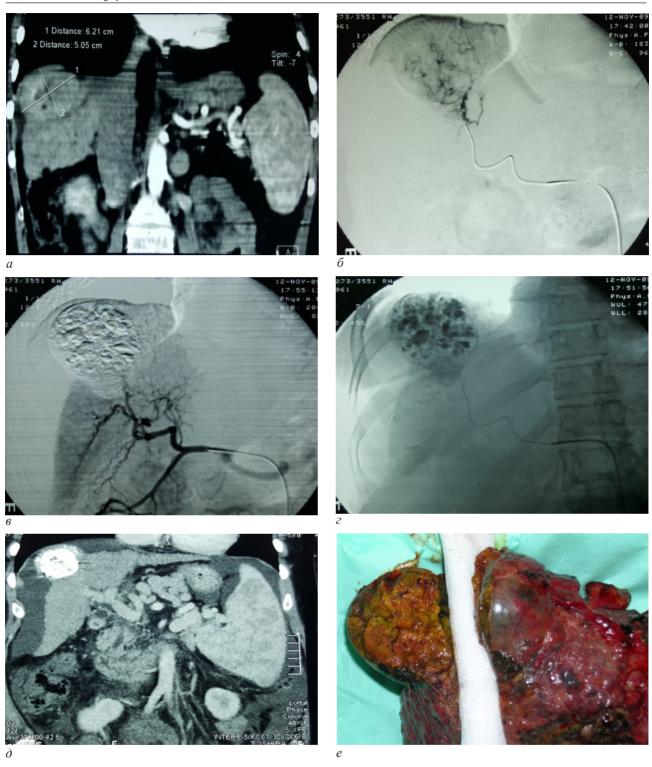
Неоадъювантная ХЭПА у пациента с ГЦР вне Миланских критериев: суперселективная масляная ХЭ; полный ответ (m-Recist); снижение стадии до МК (наблюдение 5): а – компьютерная томограмма до ХЭПА: очаг ГЦР в правой доле печени 62×50 мм; б – ангиограмма: суперселективная ХЭПА источника кровоснабжения очага ГЦР; в, г – артериогепатикография и обзорная рентгенограмма: окклюзия опухолевых сосудов после ХЭПА, очаг ГЦР тотально заполнен химиоэмболизатом; д – компьютерная томография через 5 месяцев после трех ХЭПА: опухолевый узел полностью заполнен химиоэмболизатом, не кровоснабжается (полный ответ по m-Recist); е – удаленный препарат, макроскопически: тотальный некроз узла ГЦР
